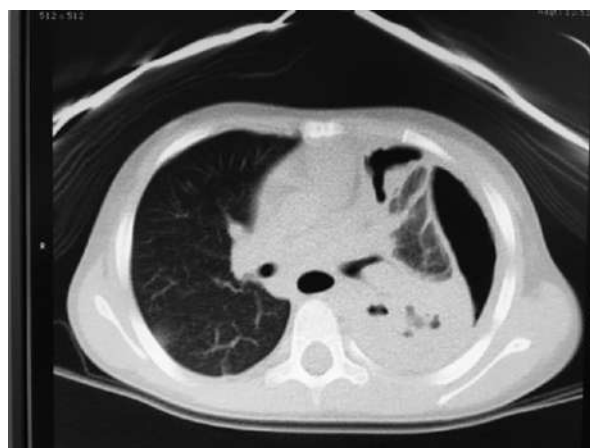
TC torácico: neumonía con focos de cavitación en lóbulo inferior izquierdo junto con neumotórax izquierdo. Líquido pleural escaso.
